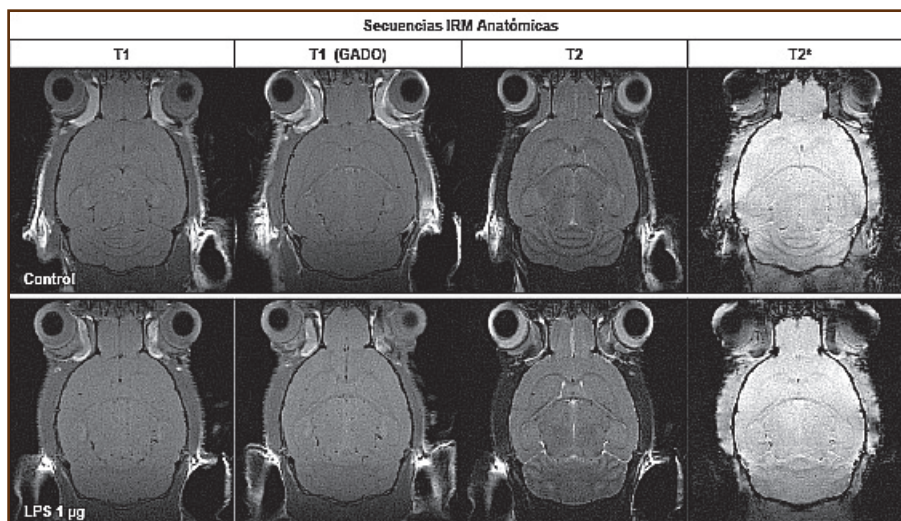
Secuencias anatómicas de IRM 24 h tras la inyección de LPS (1 μg) o PBS (Control) en el ventrículo lateral derecho. Gado: gadolinio (100 μL , i.p.)
